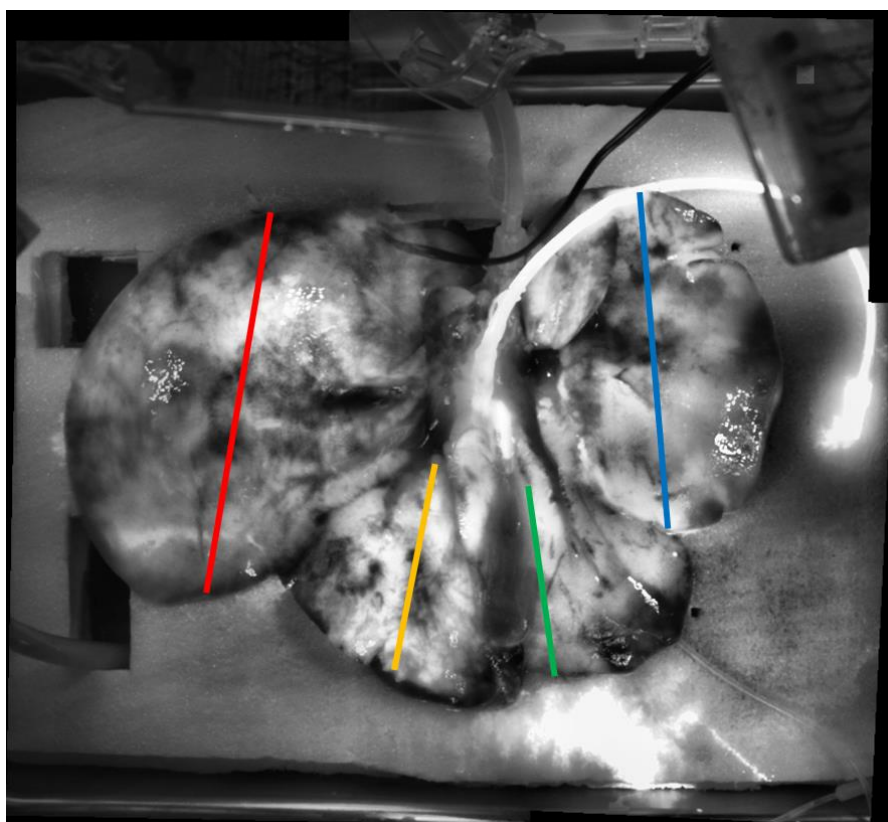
ICG fluorescence during IRM after SNMP with WIT 0 min
